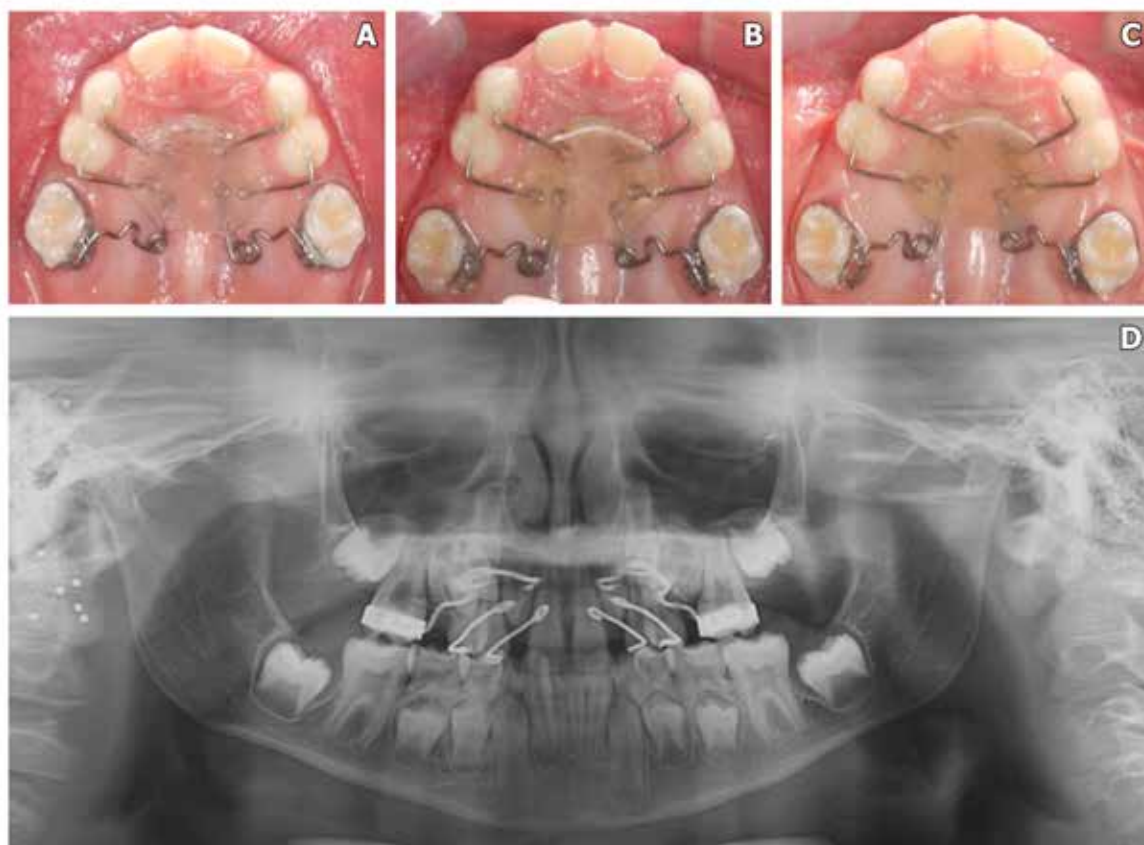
Distalização do dente 16 e 26. A) início da distalização. B) 2 meses após o início do tratamento. C) Dentes distalizados. D) Radiografia panorâmica mostrando a correção da posição do dente 16 e 26.
